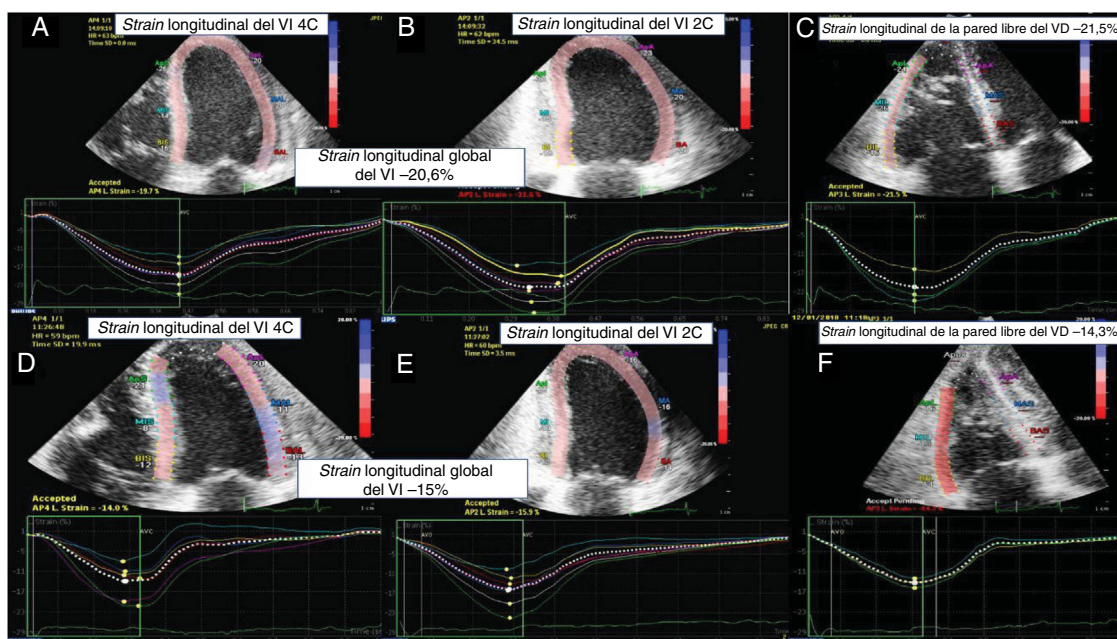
Imágenes de STE de un paciente. A-C: BEM clasificada como de grado 0 R. D-F: un episodio de RCA \geq 2 R. De izquierda a derecha: *strain* longitudinal del VI tetracameral, *strain* longitudinal del VI bicameral y *strain* longitudinal de la pared libre del VD. BEM: biopsia endomiocárdica; RCA: rechazo celular agudo; STE: ecocardiografía *speckle-tracking* bidimensional; VD: ventrículo derecho; VI: ventrículo izquierdo. Esta figura se muestra a todo color solo en la versión electrónica del artículo.
